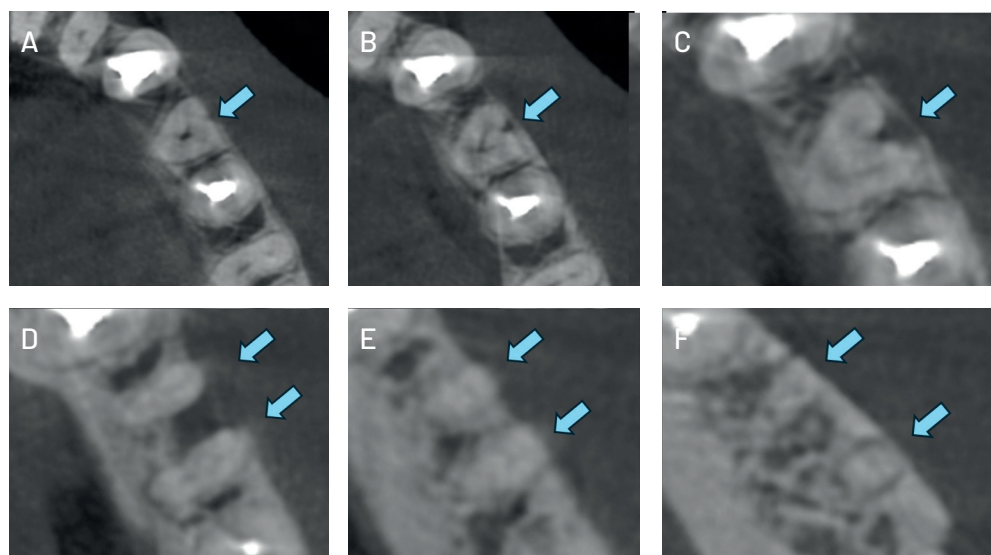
Corte axial con tomografía computarizada de haz cónico. A,B,C) Avance de cortes en tercio coronal – Una raíz. D) Bifurcación de raíz en mesial y distal a nivel del tercio medio de la pieza. En la raíz distal, un conducto obliterado se divide en vestibular y lingual. E,F) confluencia de conductos a nivel apical (conducto recurrente).
